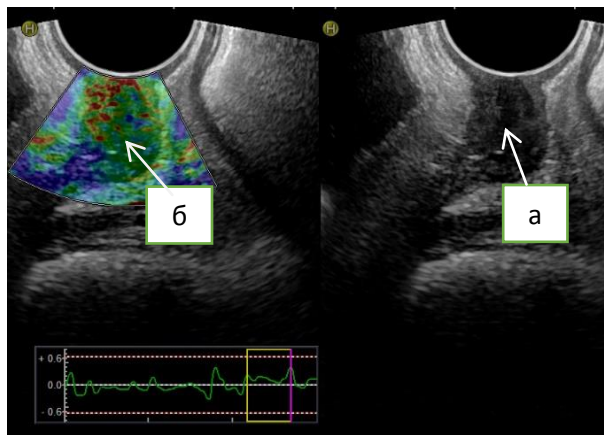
Ультразвуковая томограмма ложноотрицательного результата эластографии при локальном рецидиве рака шейки матки: а) локальная рецидивная опухоль; б) зеленое картирование (II эластотип).
